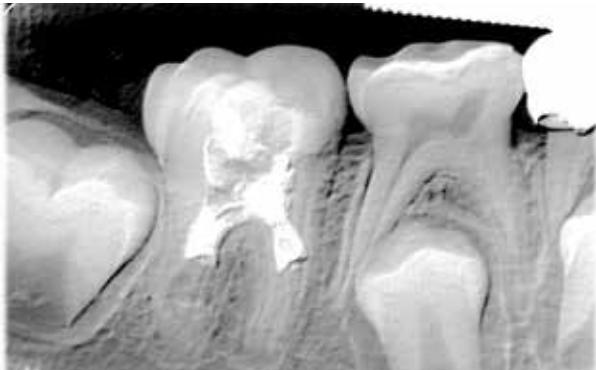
Radiografía periapical 22 meses después de la última cita. Paciente se encuentra asintomático y con avance en la formación radicular.
